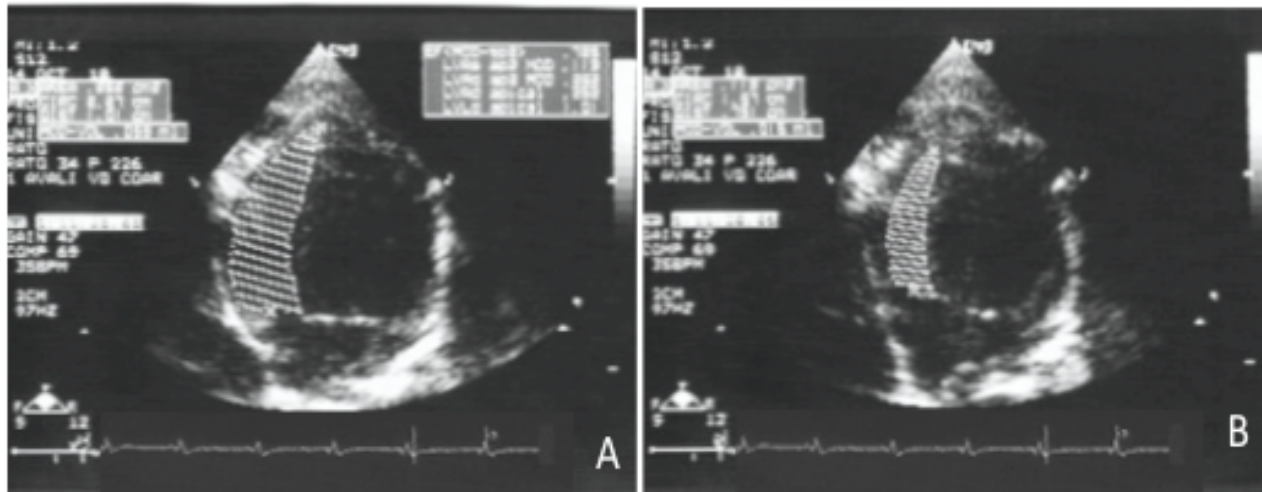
Imagem no plano apical 4-câmaras demonstrando a medida da área diastólica (A) e sistólica (B) usadas para o cálculo da variação percentual da área do VD.
